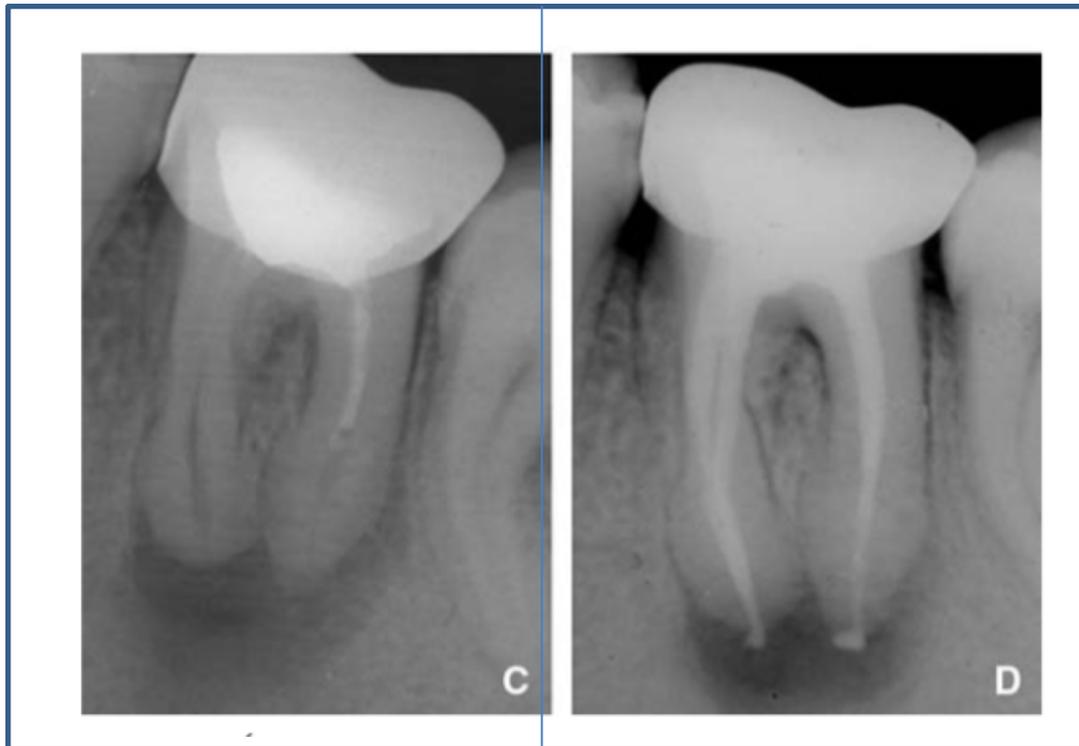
radiographies rétro alvéolaire centrées sur la première molaire mandibulaire droite. Sur la radiographie C, une lésion périapicale importante est visible. Le retraitement endodontique a été réalisé, et présente les critères d'un traitement correctement réalisé (obturation tridimensionnelle, allant jusqu'à l'apex). Cependant sur le cliché radiographique D, 5 ans après la lésion est toujours présente. L'indication d'une chirurgie apicale se pose [59].
